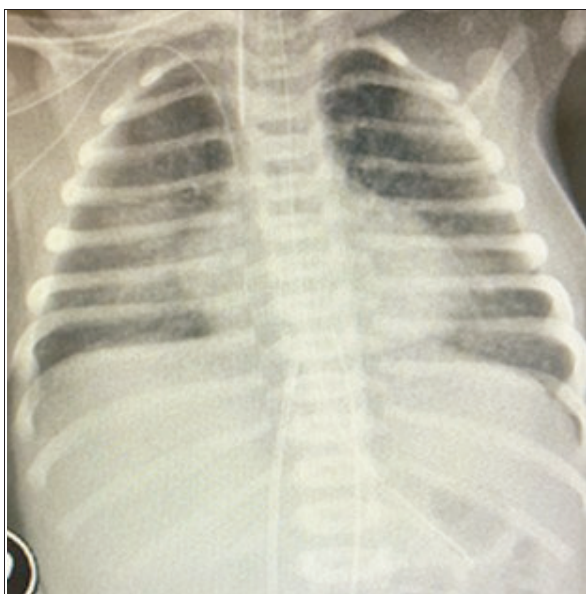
Radiografía de tórax con infiltrado intersticial bilateral difuso, sin foco claro de consolidación.
